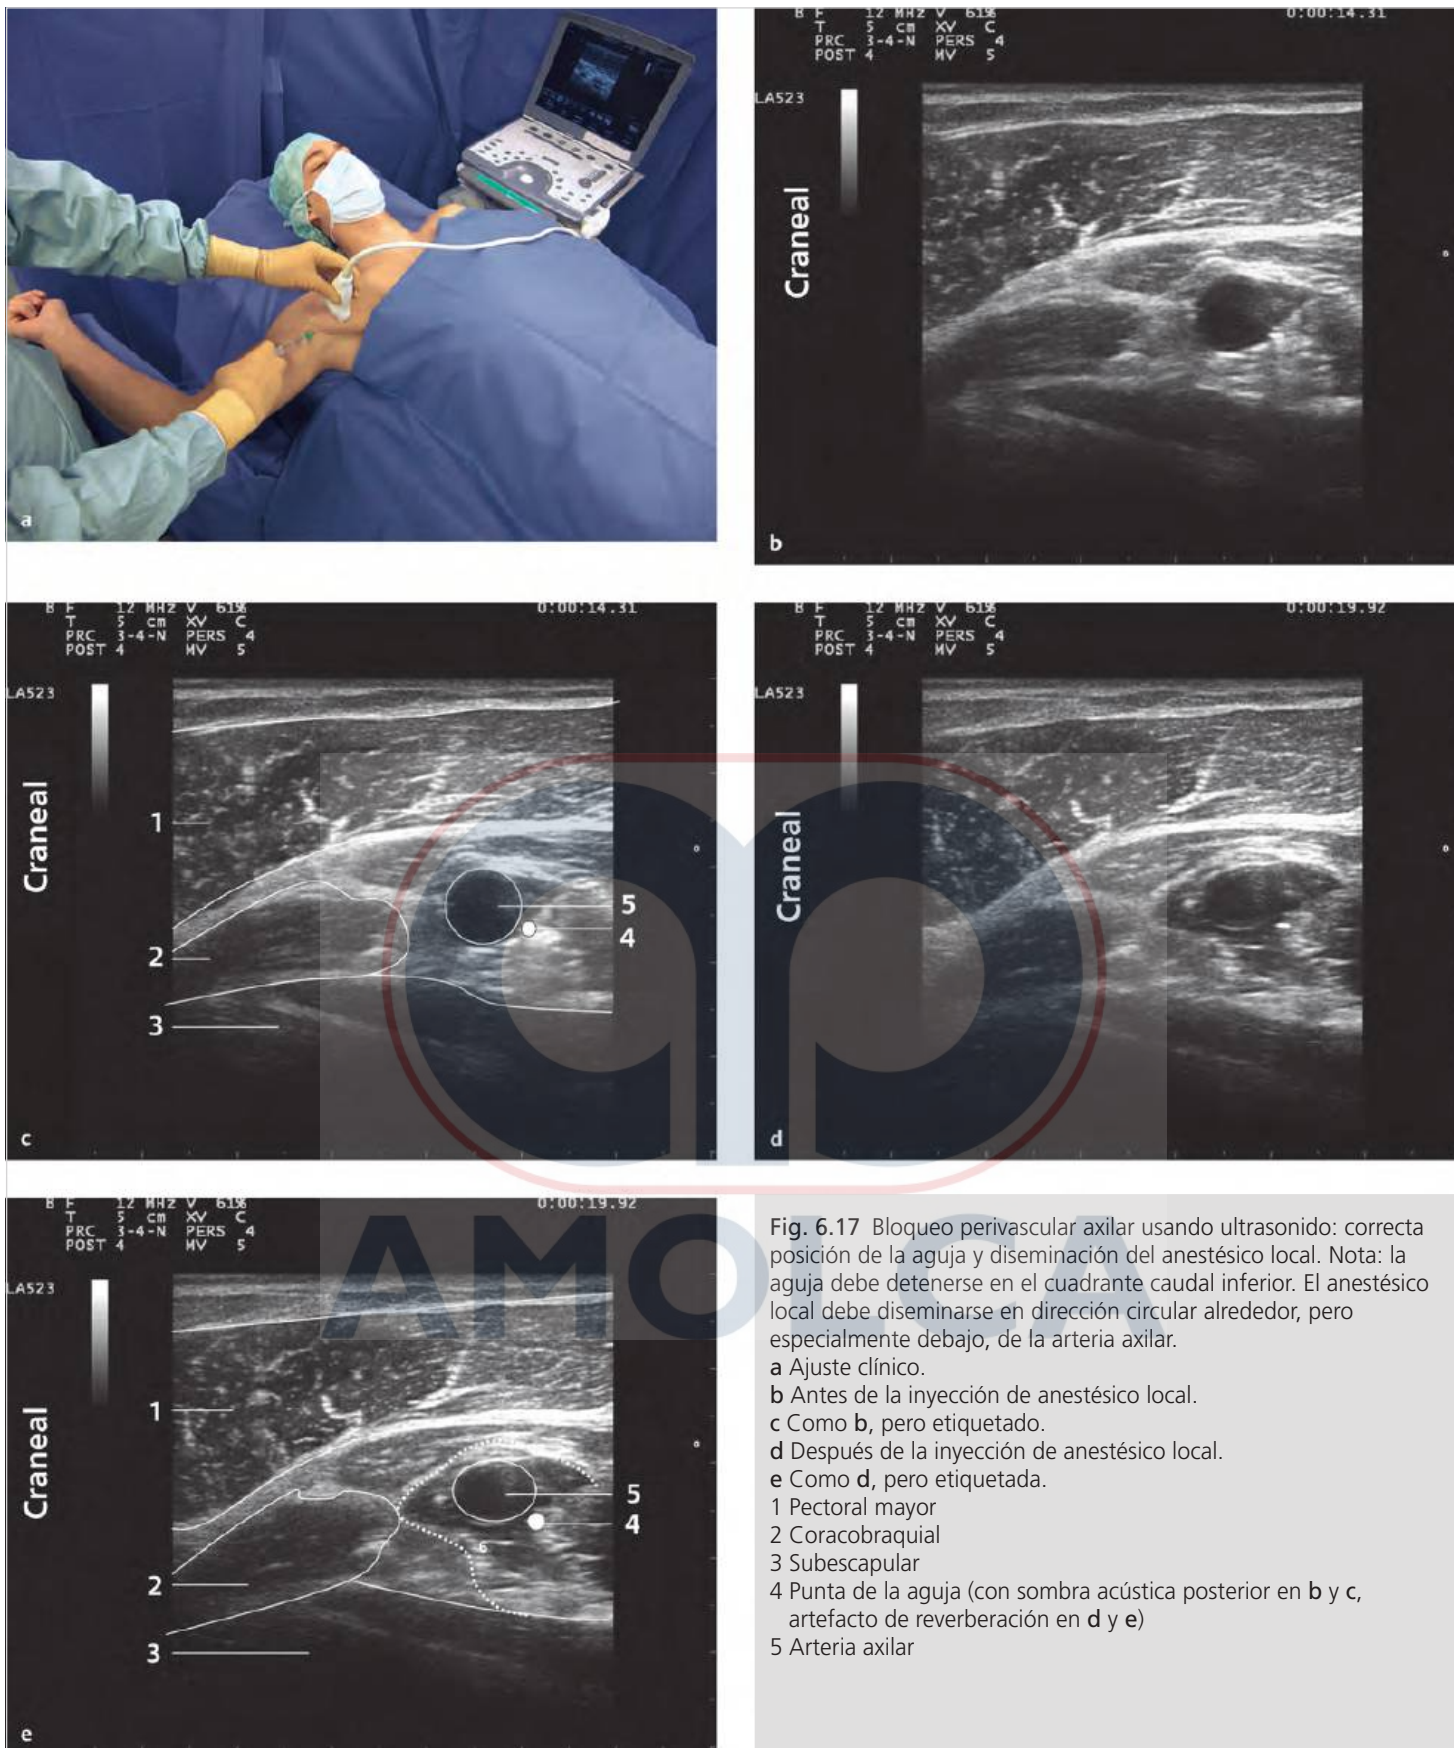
Bloqueo perivascular axilar usando ultrasonido: correcta posición de la aguja y diseminación del anestésico local. Nota: la aguja debe detenerse en el cuadrante caudal inferior. El anestésico local debe diseminarse en dirección circular alrededor, pero especialmente debajo, de la arteria axilar.
